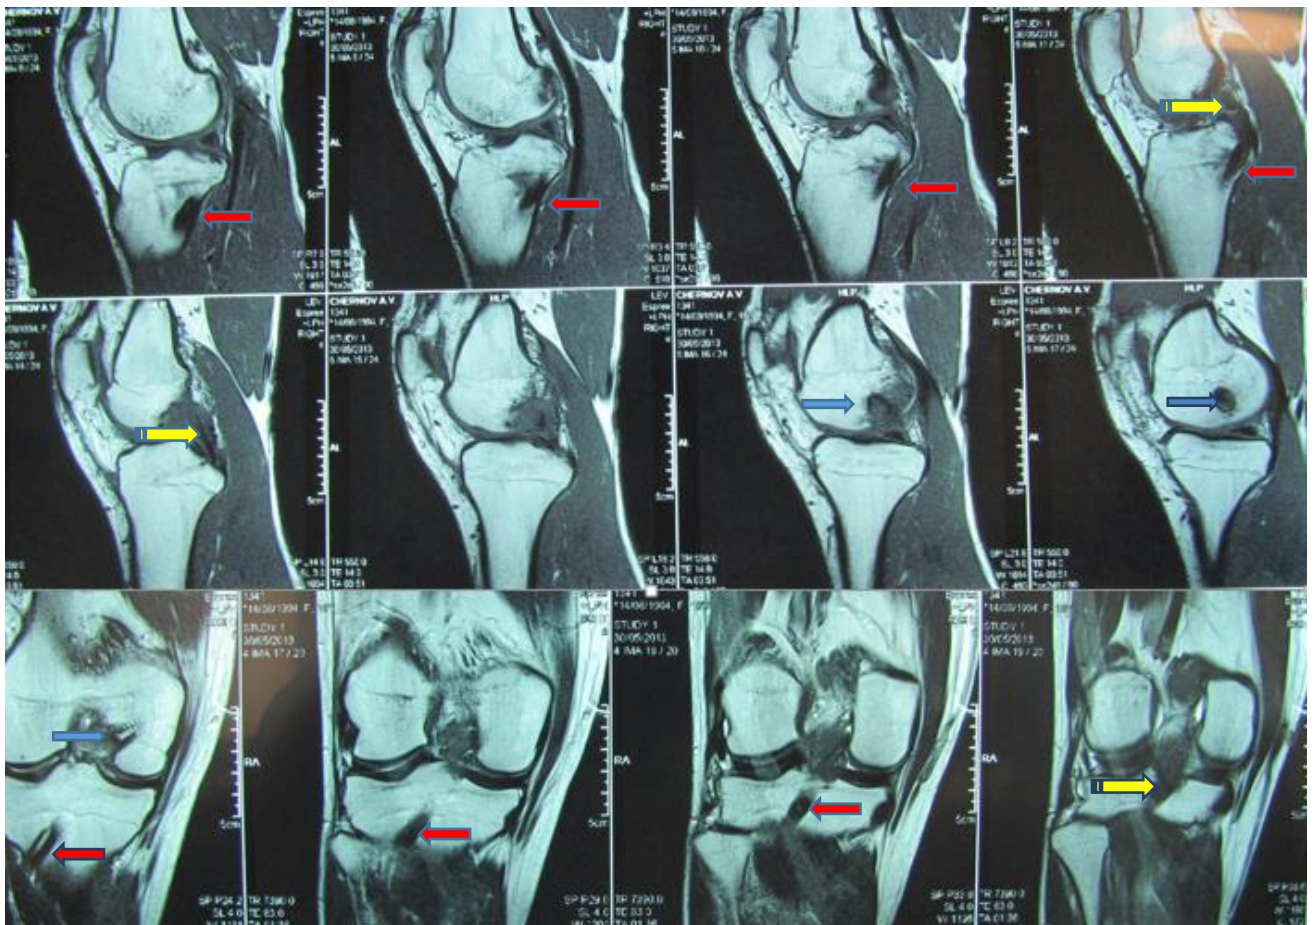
МРТ коленного сустава через 12 месяцев после пластики ЗКС.
